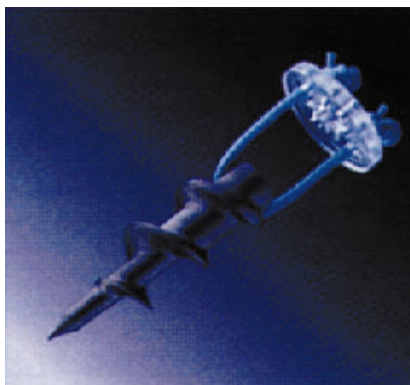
▲ Parachute-RM-Nahtanker
